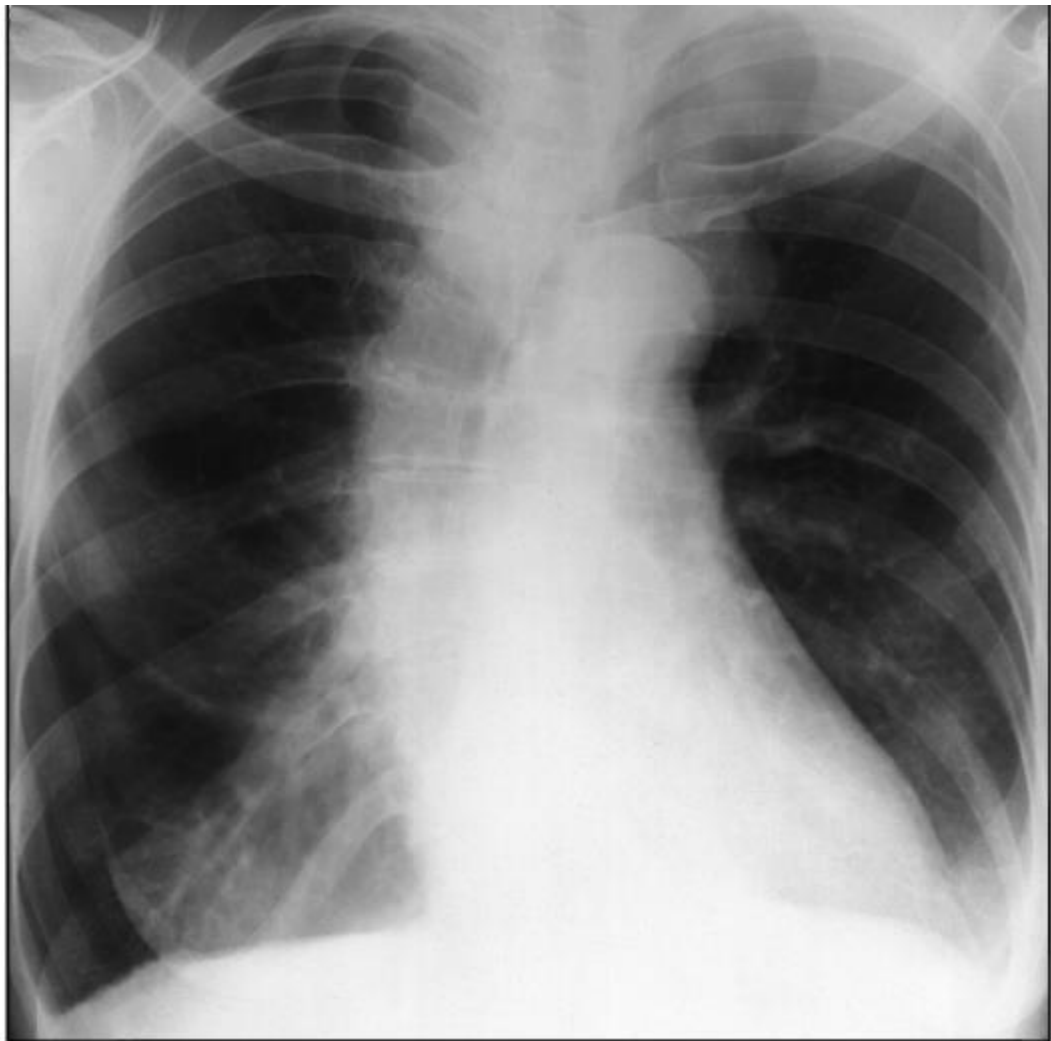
Рентгенограма у прямій проекції. Правосторонній сколіоз грудного
